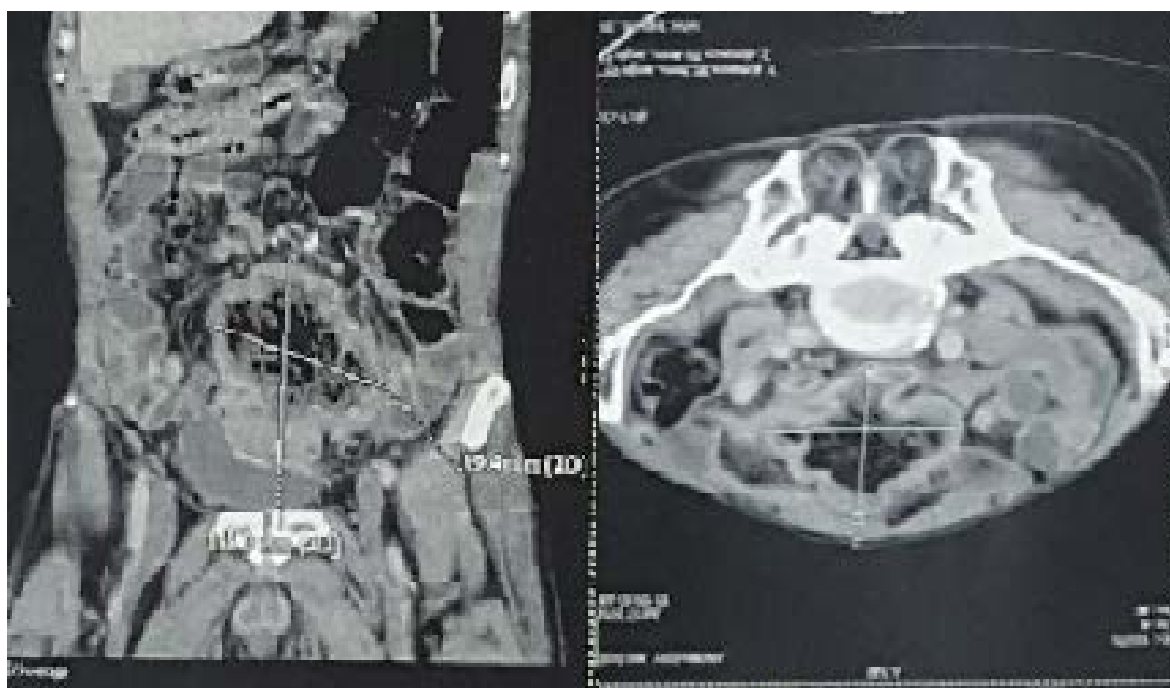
TDM : masse tissulaire, hétérogène, abdomino-pelvienne sous ombilicale présentant une large excavation aérique centrale, son point de départ reste difficile à déterminer.
